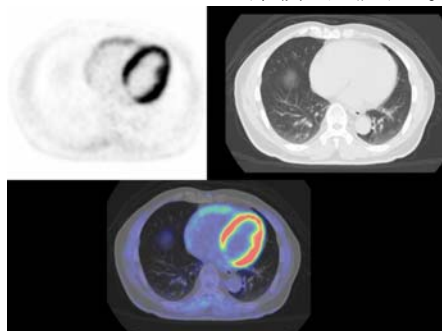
PET-CT における心筋 FDG 集積の評価
